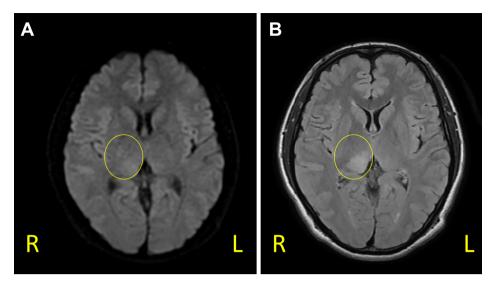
MRI on admission (Day 4).
